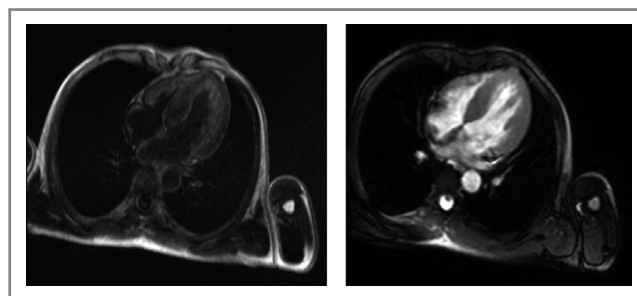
Магнитно-резонансная томография с контрастным усилением гадолинием.
